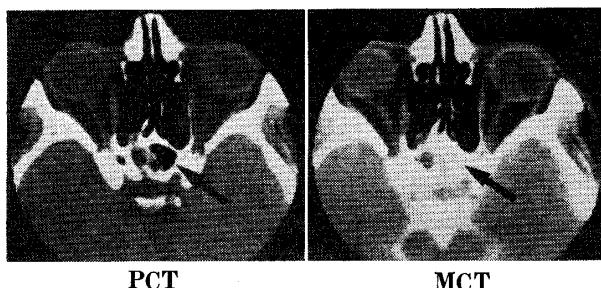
metrizamide の髄腔内注入前後の CT : PCT で空気の認められる右蝶形骨洞内に、MCT では造影剤の流出が見られる。
